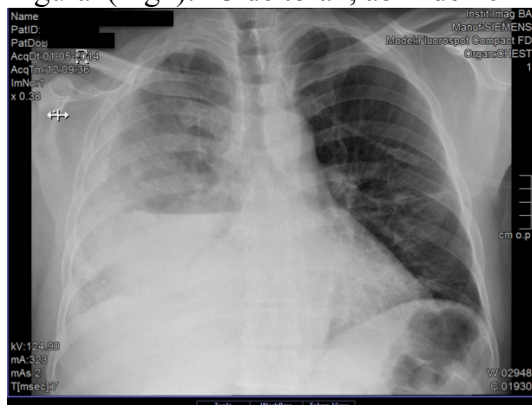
(Fig3): Radiografia de tórax, maio de 2014
